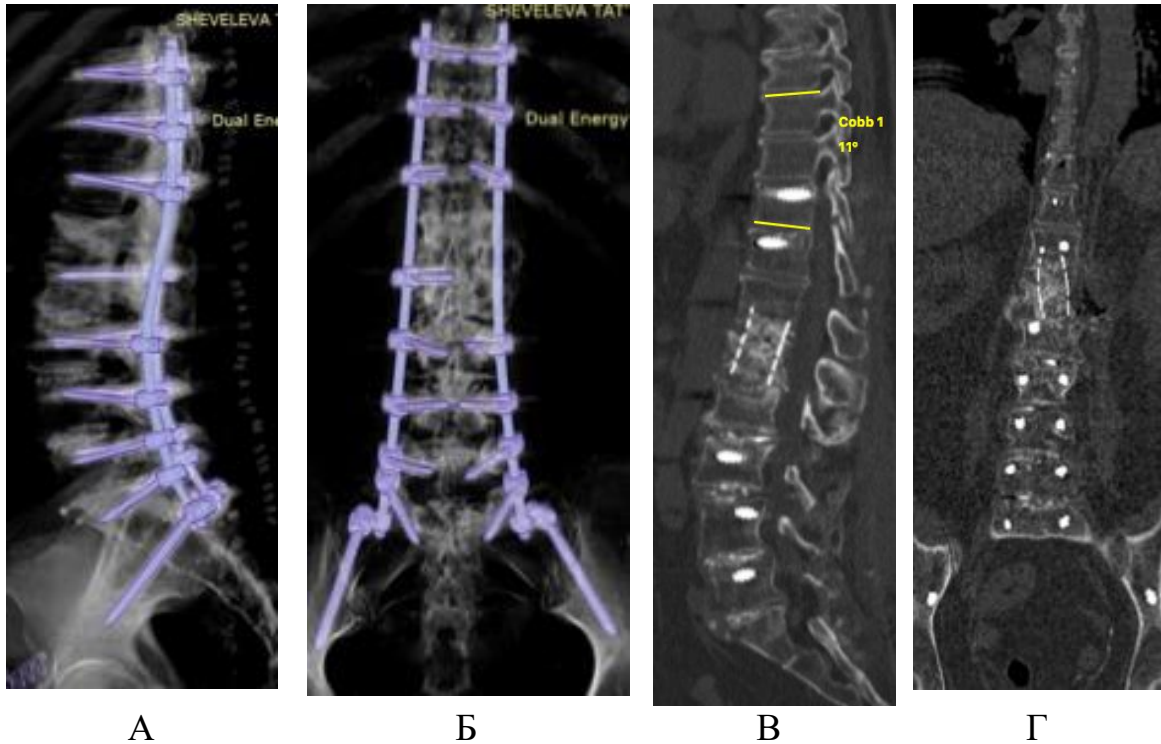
КТ в режиме VRT (А, Б) и MPR, сагиттальный скан (В) и фронтальный скан (Г). Визуализируется установленная металлоконструкция на уровне Th<sub>10</sub> - Os. Iium с величиной ППУ 11°
